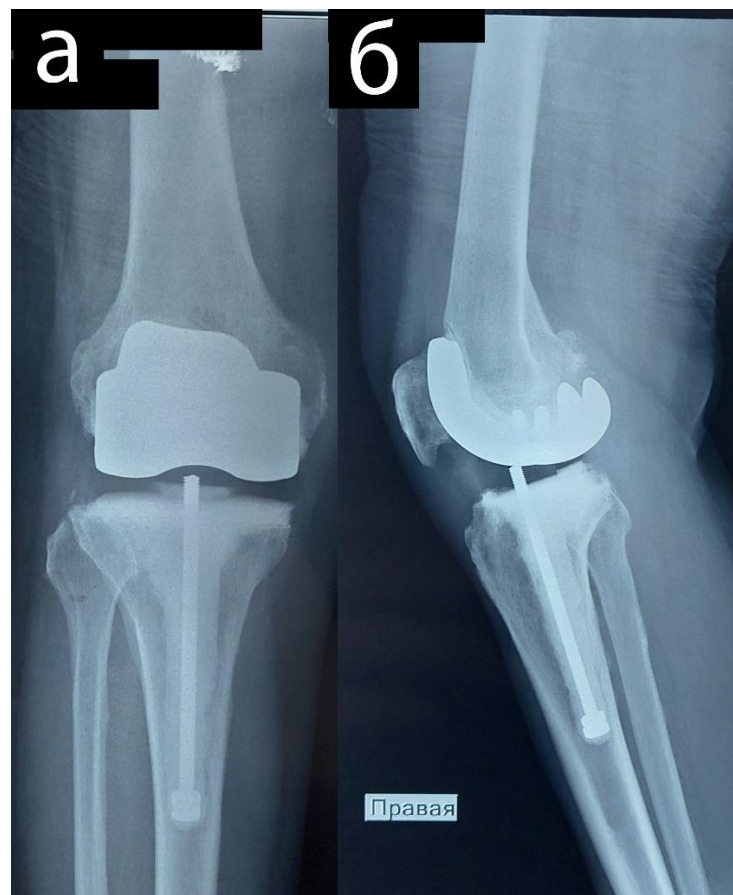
Рентгенография правого коленного сустава через 12 месяцев после операции: (а) – прямая проекция, (б) – боковая проекция
